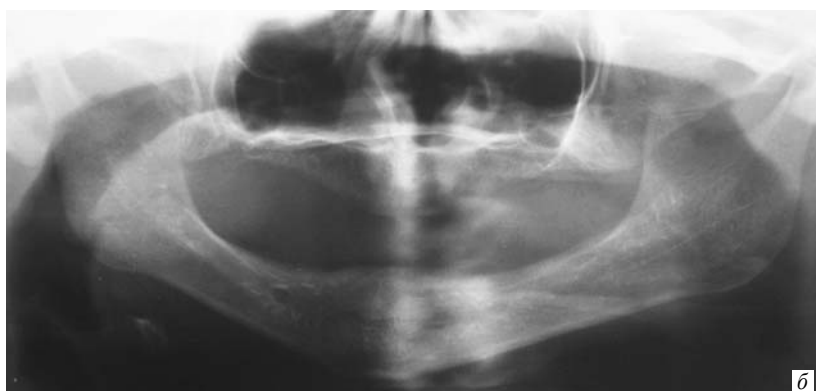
Больной Ю. до ортопедического лечения: а – состояние полости рта; б – рентгенограмма
